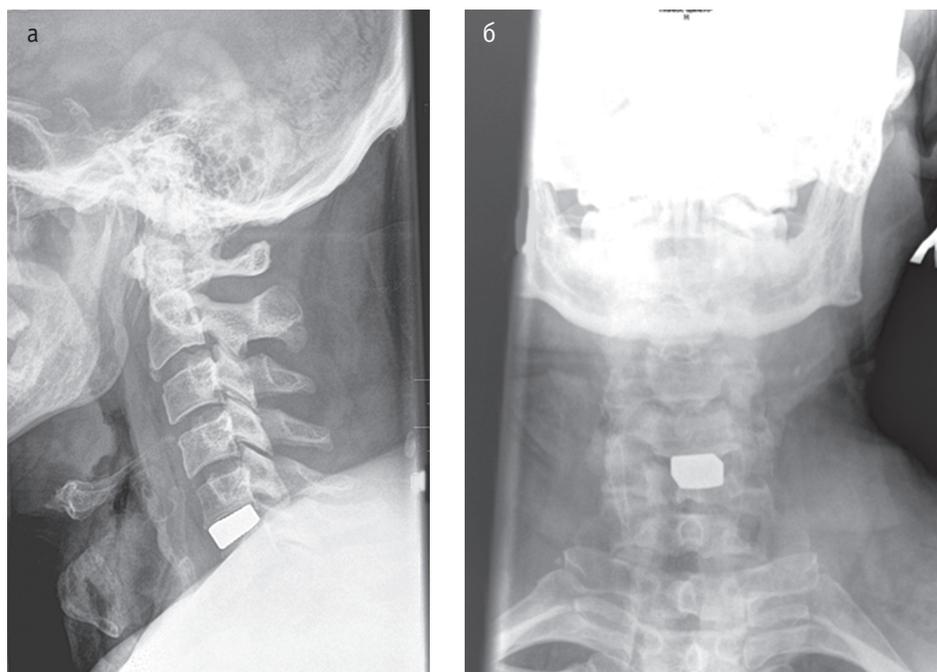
Рентгенограммы пациента после моносегментарного вентрального межтелового спондилодеза (а, б)
